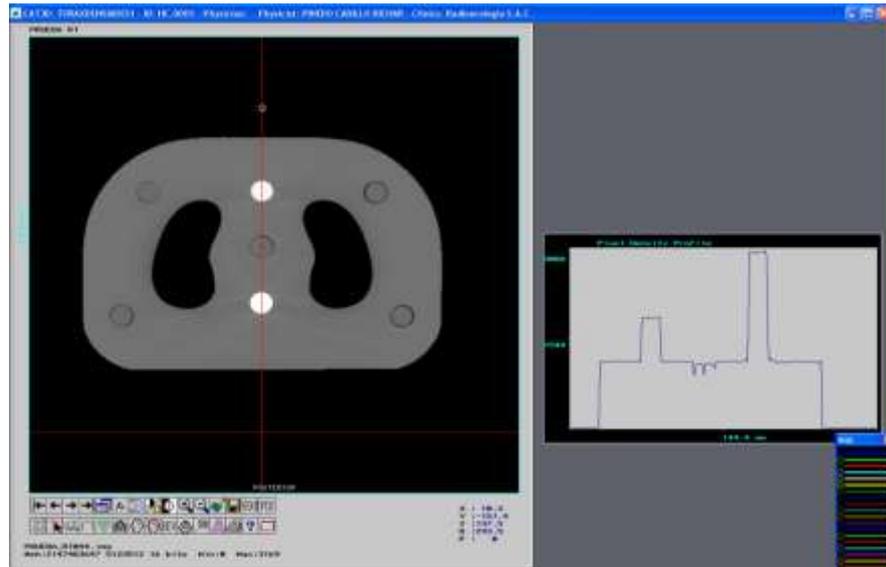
Recorrido vertical antero posterior en la tomografía del fantoma de tórax en medio heterogéneo en el TPS CAT3D.
